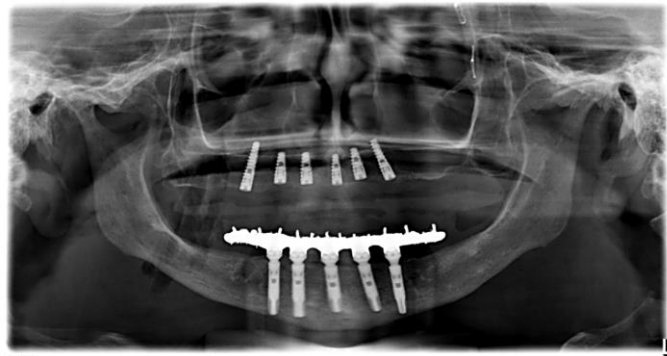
Radiografia panorâmica 6 meses após enxerto e implantes instalados
